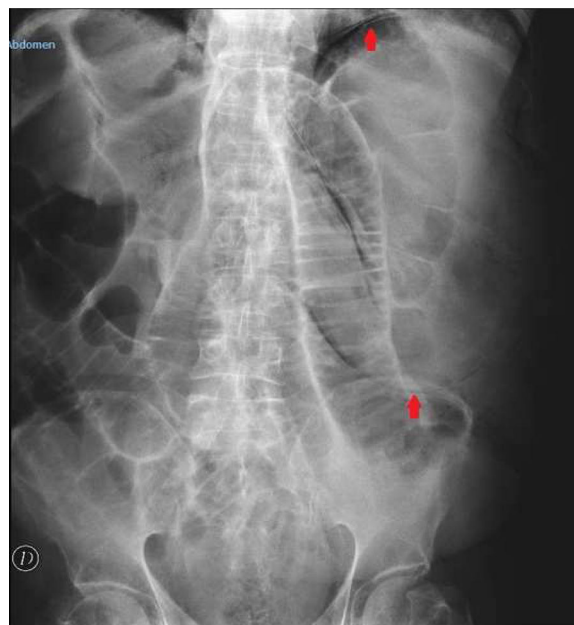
Radiografía simple de abdomen: se observa dilatación gástrica con gas intramural (flechas) y dilatación de asas de intestino delgado.
